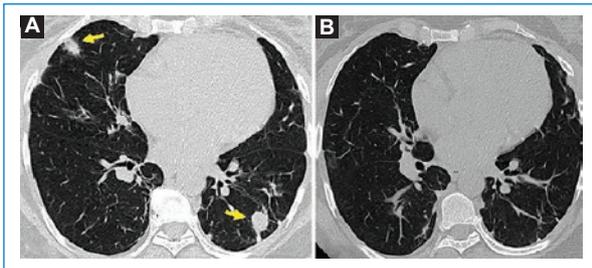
Paciente de 50 años con antecedente de neumonía y forma nodular de neumonía en organización, diagnosticada con biopsia. A: tomografía computada de alta resolución (TACAR) en corte axial, en la que se observan nódulos sólidos subpleurales de tamaño variable (flechas). B: TACAR de control que muestra resolución 12 meses después de tratamiento con esteroides.
